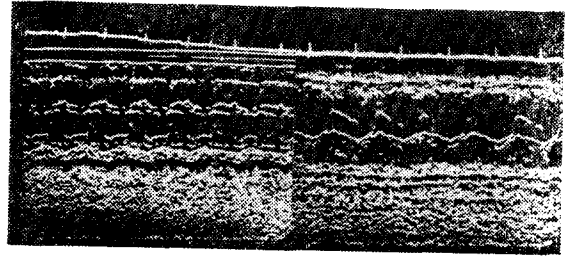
Echocardiogram from the left ventricle to the base of the heart reveals a discontinuity between the ventricular septum and the anterior aortic margin with a large aortic root and aortic overriding.
